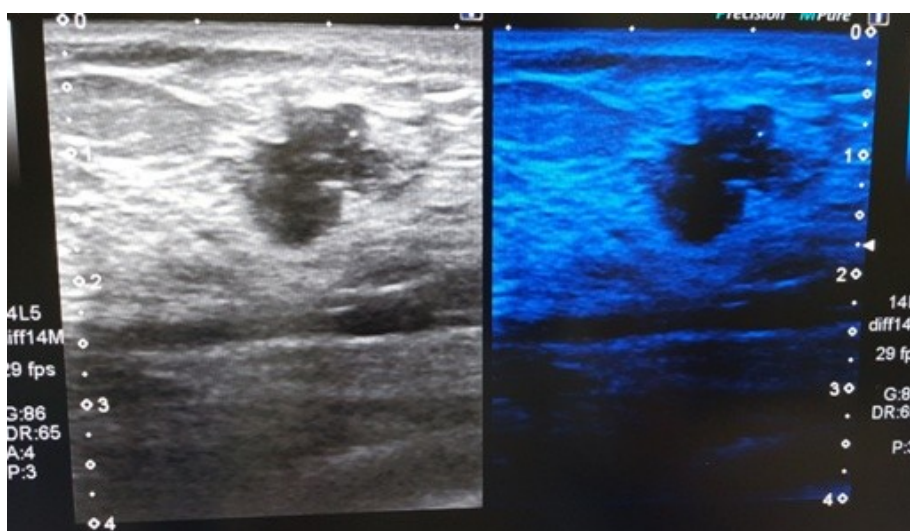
УЗИ в режиме «MicroPure» второго образования
